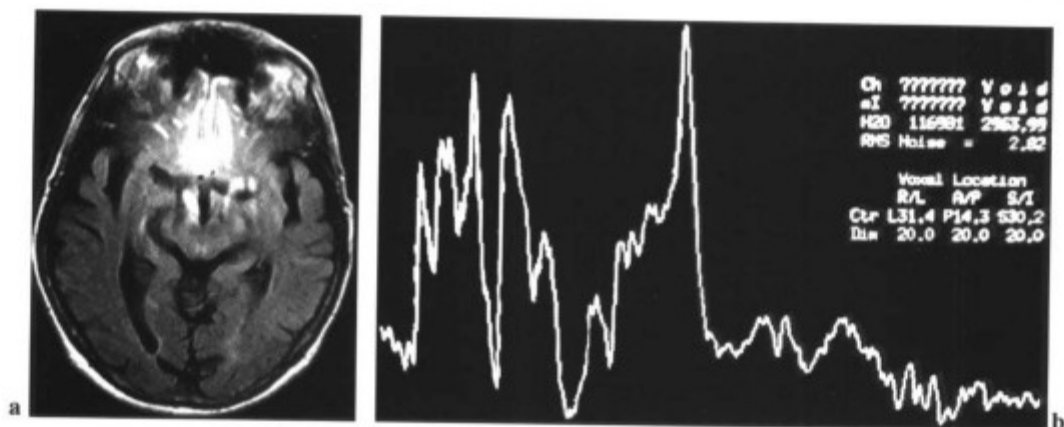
患者的牙齿矫形金属带在液体衰减反转恢复 (fluid-attenuated inversion recovery, FLAIR) 序列产生伪影 (a), 并影响左颞顶区的波谱质量 (b), 导致波峰扭曲。
